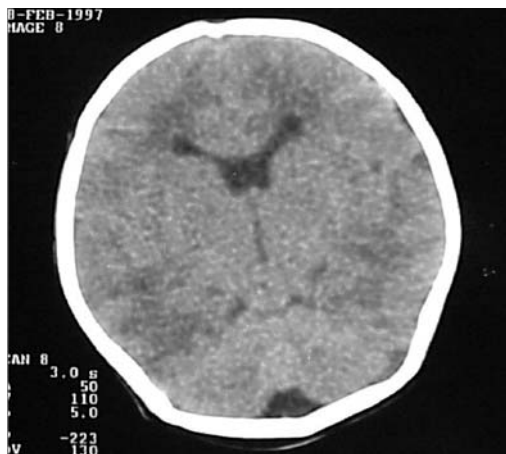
Ausencia de septum (TAC).
